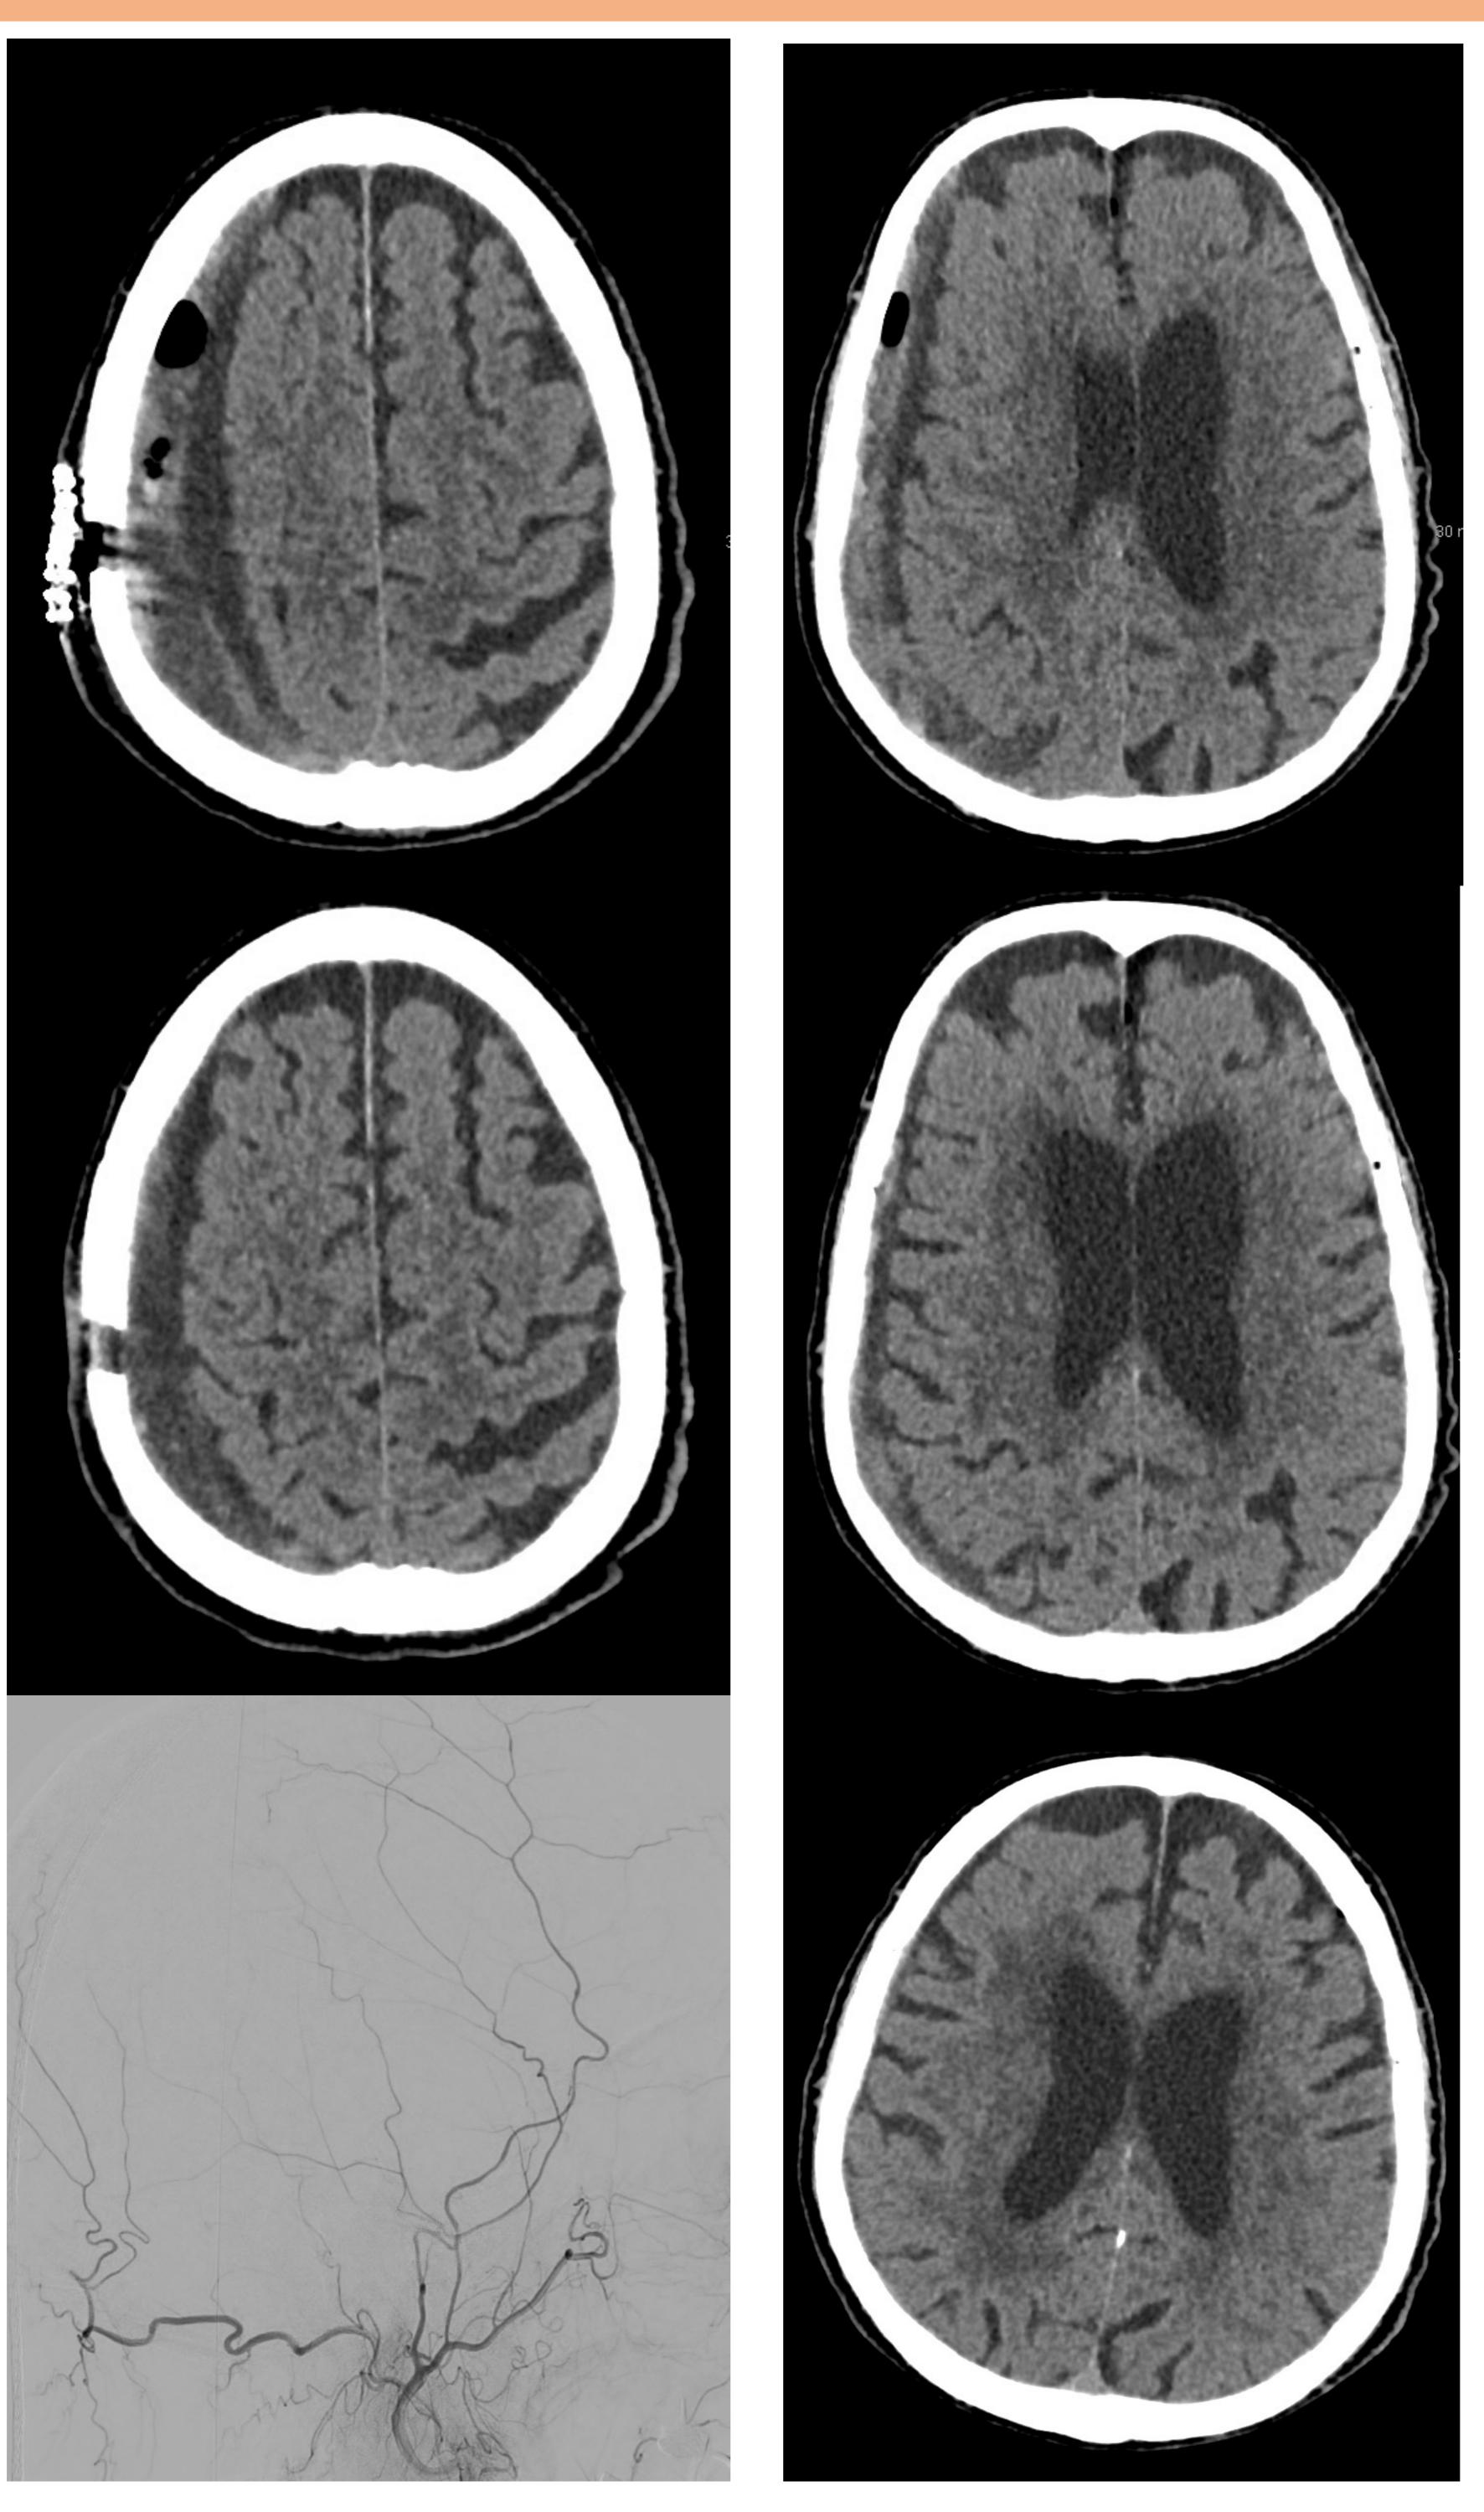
Imágenes de TC de cráneo sin CIV en cortes axiales de paciente varón de 91 años derivado a nuestro centro para intervención neuroquirúrgica evacuadora de HSDC derecho con áreas de resangrado tras traumatismo. A, B. Distintos cortes del mismo TC de cráneo observado cambios post-quirúrgicos recientes de trepanación parietal derecha con persistencia del HSDC con resangrado derecho con cierto efecto de masa. C, D. Control tras 2 meses, con disminución del tamaño de la colección hemática. E. Embolización de la AMM derecha dos meses después. F. Control post-embolización a las 24h con importante disminución de la extensión y grosor del HSDC (1 cm).
